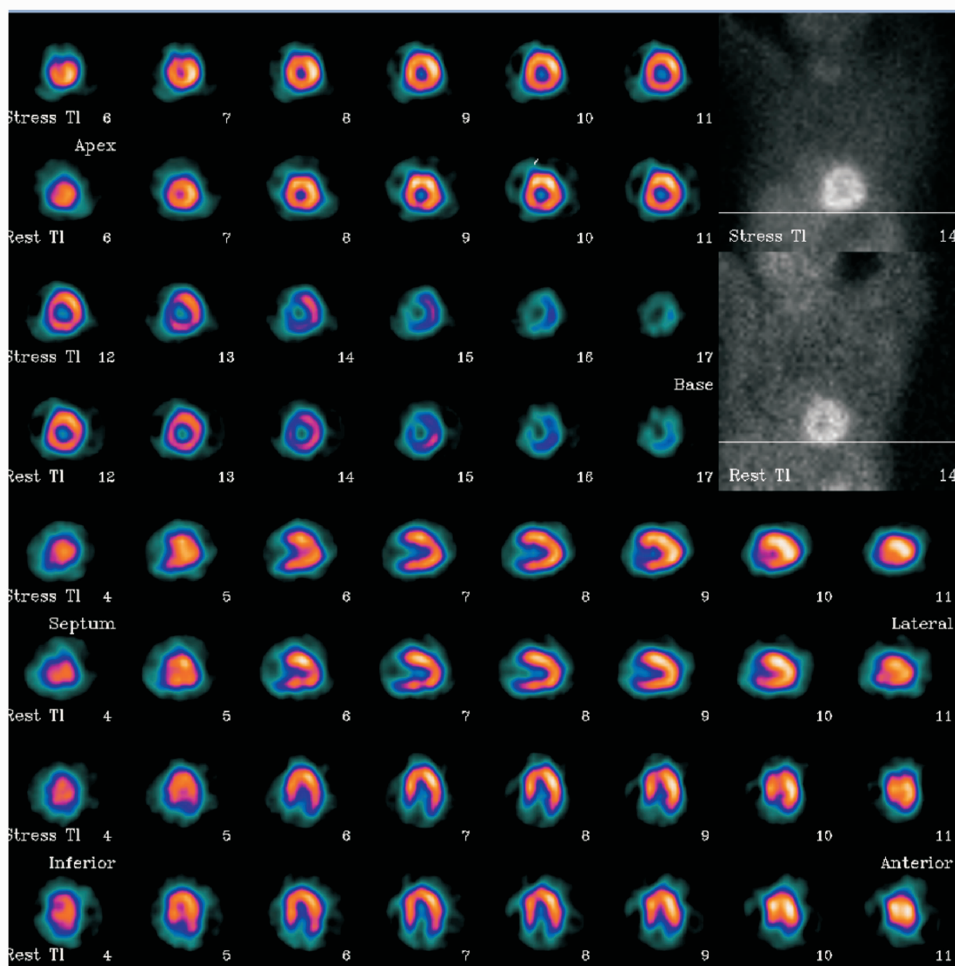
双嘧达莫负荷心肌<sup>201</sup>Tl SPECT 显像示下壁反向再分布
